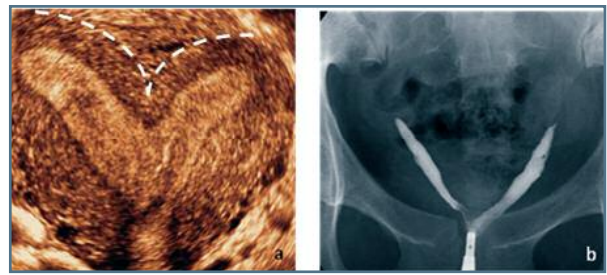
Útero arcuato, diagnosticado com ecografia 3D (a) e com HSG (b). A ecografia 3D tem a vantagem de possibilitar a medição da extensão da convexidade da parede do fundo uterino (2)
